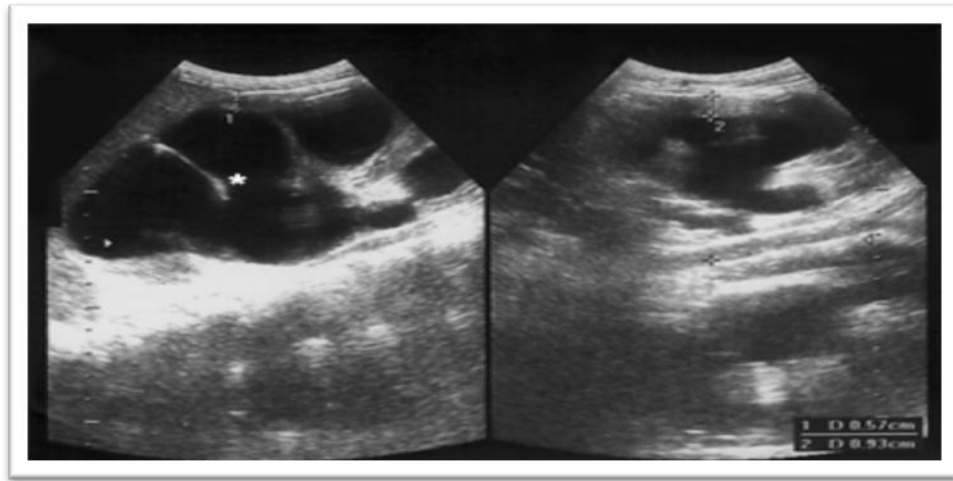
Cliché d'échographie montrant une hydronéphrose importante dans le cadre d'un SJPU bilatérale.
